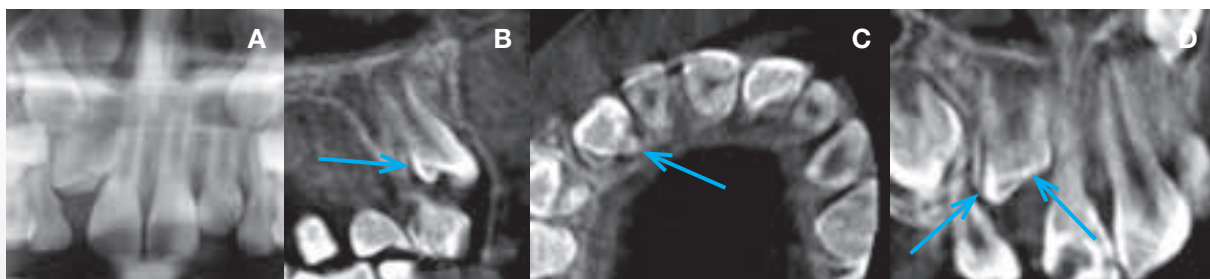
CBCT af 2+, der palatinalt ses sammensmeltet med en overtallig tand (pile). A. Udsnit af panorama. B. Snit i det sagittale plan. C. Snit i det aksiale plan. D. Snit i det koronale plan.
